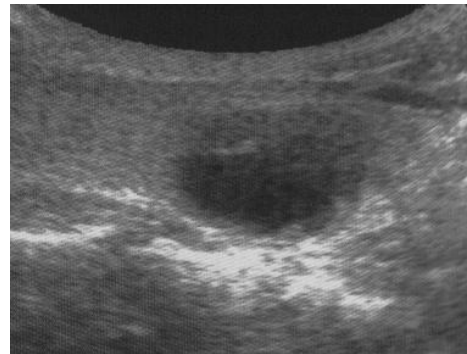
Ecografía tiroidea.
